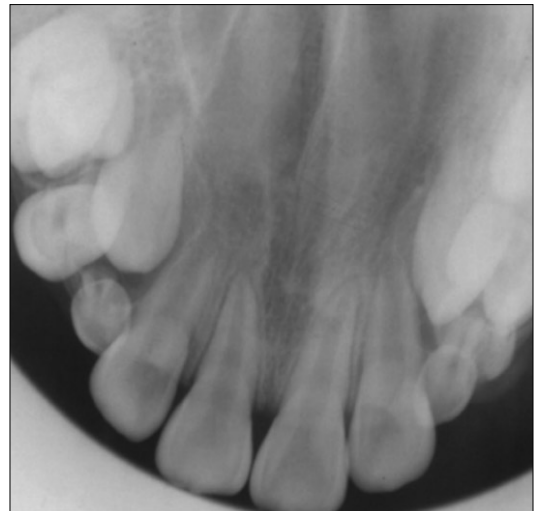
Occlusal radiograph showing no pathologic bony change.
